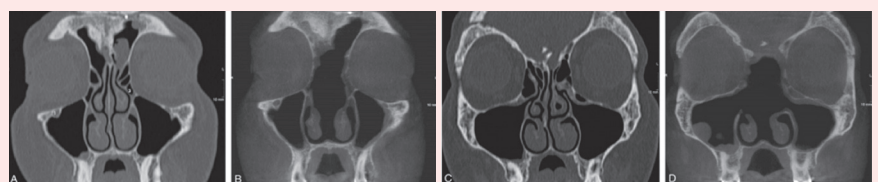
窦口鼻道复合体区域的冠状骨窗图像 (同一患者): MDCT (A 和 B) 和 CBCT (C 和 D)。可视化的小骨结构, 如 (1) 眶下孔和 (2) 眶下 Haller 细胞在 CBCT 图像上与 MDCT 是相似的或更好的。
